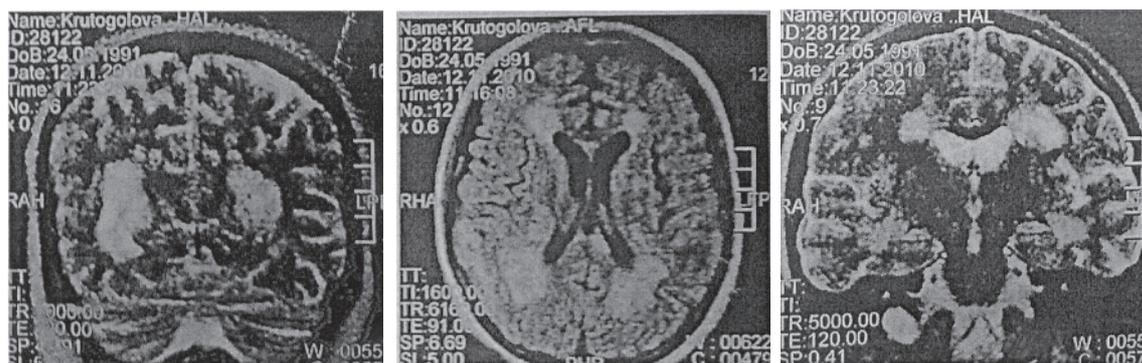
ЯМР-томограммы больной К., 1991 г. р.
